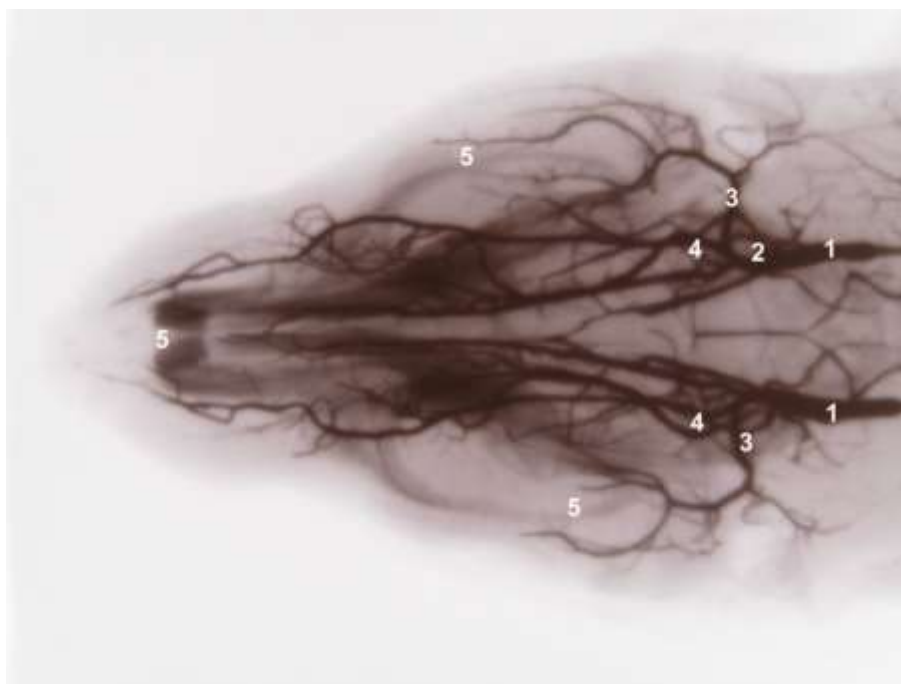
Зменшення насиченості судинного малюнка за рахунок недоконтрастування периферичних гілок (5), з одночасним розширенням просвіту зовнішньої сонної (1), внутрішньої (2), зовнішньої (3) та верхньої (4) щелепних артерій щура після тримісячного моделювання стрептозотоциніндукованого цукрового діабету. Фото з контрастної рентгенограми, бічна проекція.
